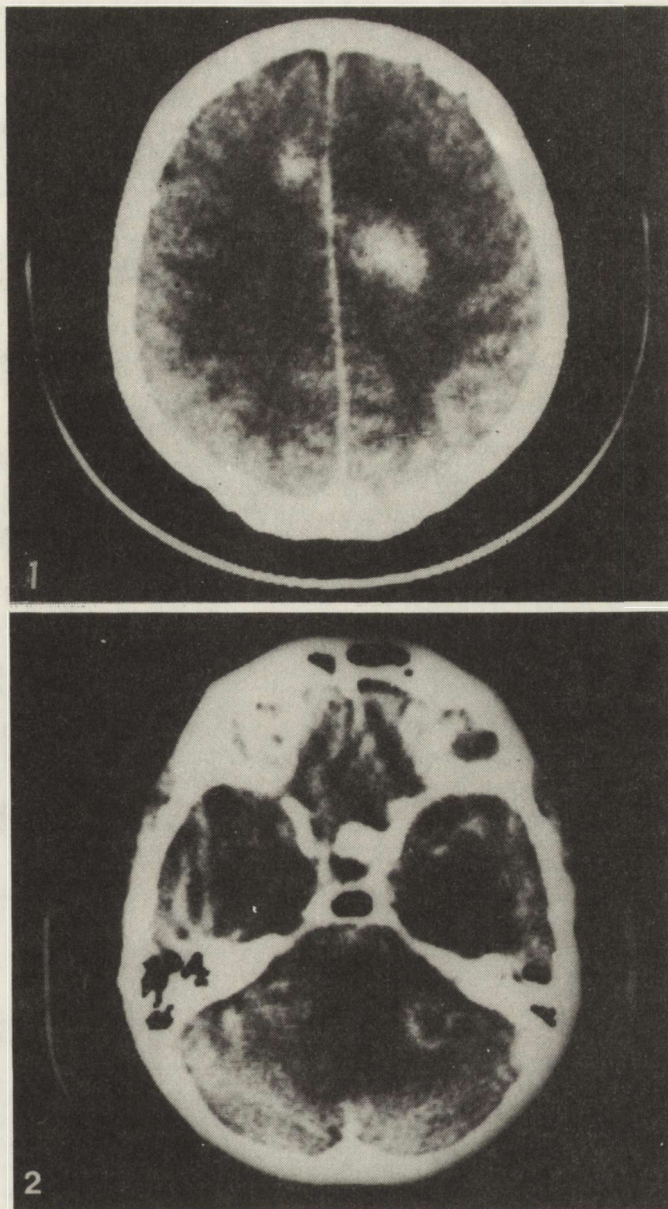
Brain CT. Hyperdense focus located parasagittally in right frontal lobe, another one in the left frontoparietal region
